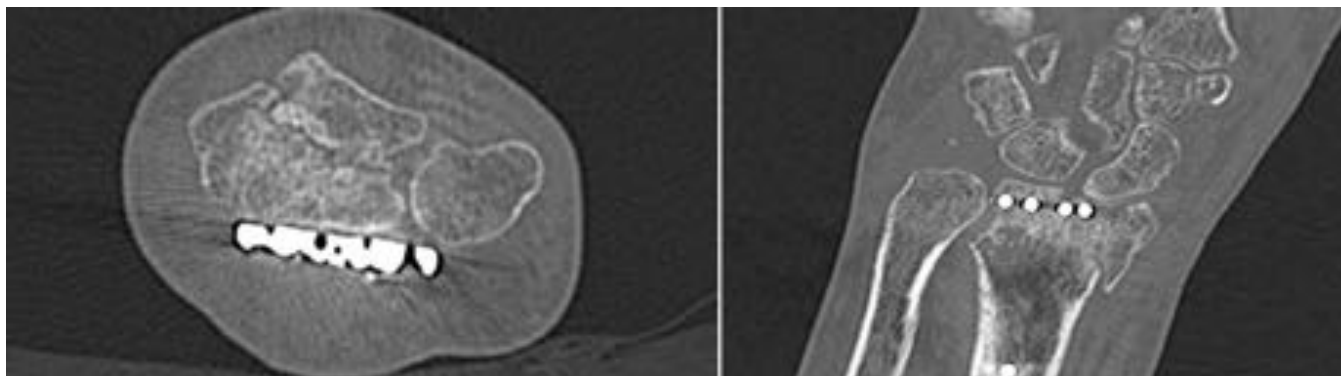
Imágen de TC en el plano axial (derecha) y coronal (izquierda) de la paciente de la Fig.8 practicada a los 3 meses de la intervención. Se observa una marcada irregularidad de la superficie articular de la cavidad sigmoidea del radio debido a una depresión focal y la persistencia de trazo de fractura que se extiende a la superficie articular.
